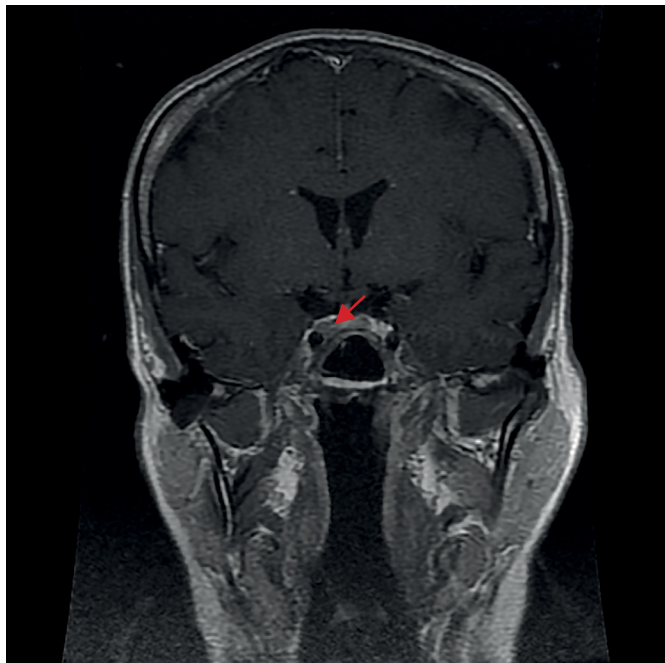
МРТ головного мозга после трансназальной аденомэктомии, 2020 г.
